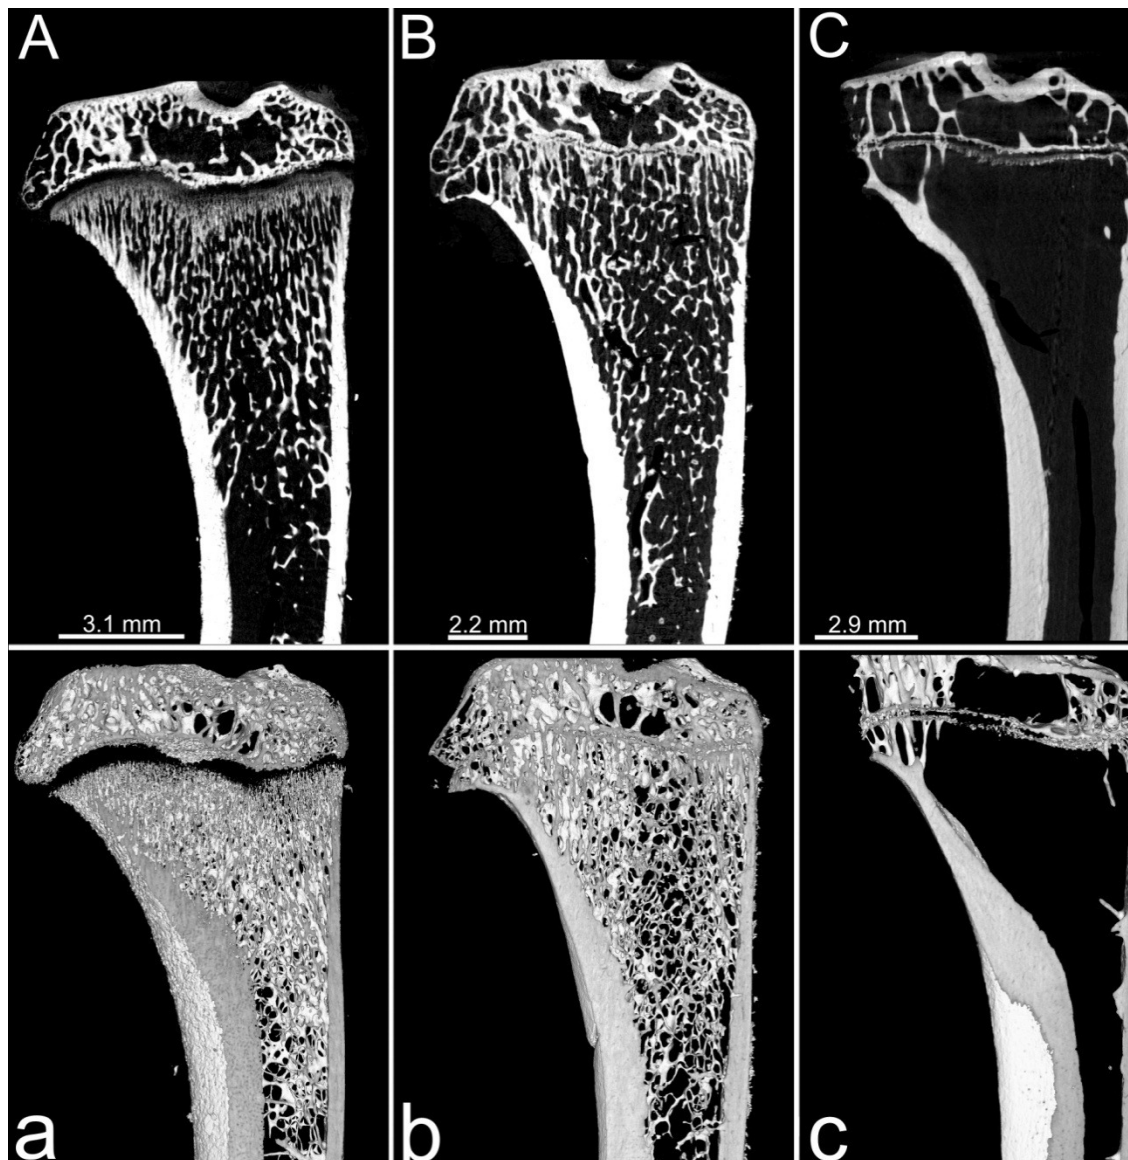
Vergleichende Darstellung coronarer Schnittbilder der proximalen Tibia. Die obere Reihe zeigt einzelne μ CT-Schnitte der Kontroll-Gruppe 0 (A) sowie der Gruppen Sham (B) und OVX + Steroide (C) zum Zeitpunkt von 14 Monaten (11,12). In der unteren Reihe sind die Bereiche derselben Proben in einer Rekonstruktion aus ca. 50 bis 100 Schnitten dargestellt (a Kontroll-Gruppe, b Sham, c OVX + Steroide).
